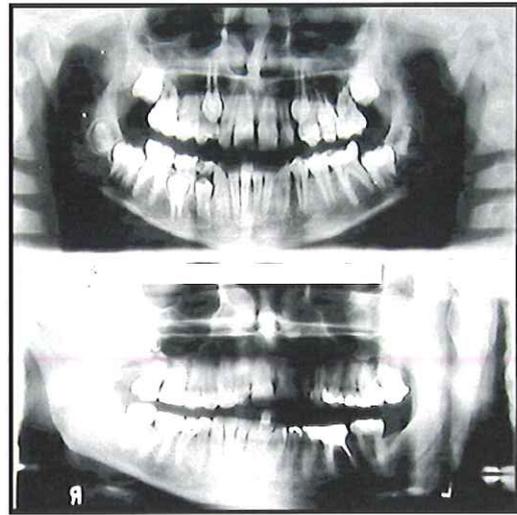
Orthopantomogramme d'une patiente à l'âge de 11 ans
